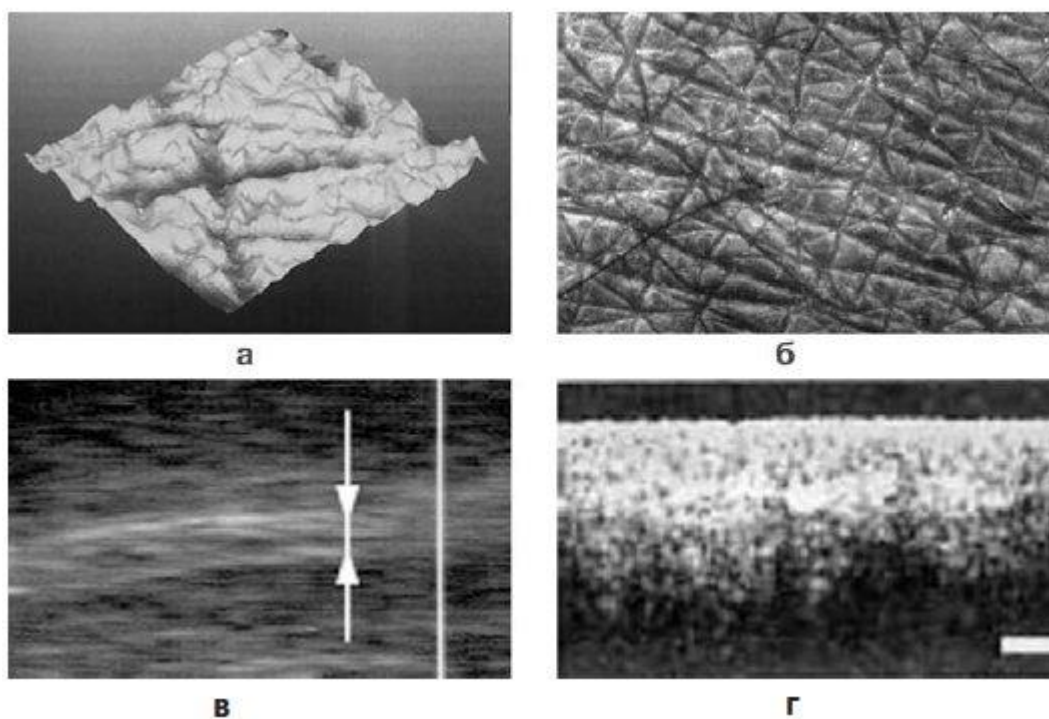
Изображения, полученные при помощи метода профилометрии (а), цифровой УФ-камеры (б), УЗИ-микроскопии (в) и оптической когерентной томографии (г)
